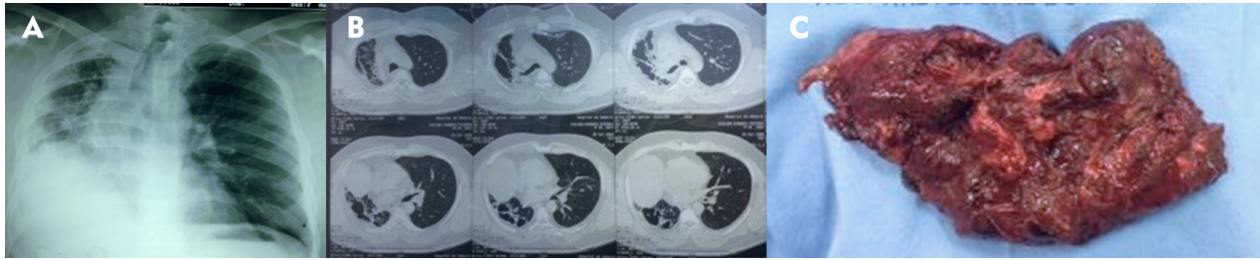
Homem, 47 anos, em tratamento para TB-MDR há cinco anos, pulmão destruído à direita. No momento da cirurgia, com escarro positivo. A) Pulmão à direita fibroatelectasiado. B) TC com lesões cavitárias em todo o pulmão direito. C) Realizado pneumectomia direita – peça operatória. O escarro negativou no pós-operatório imediato.
